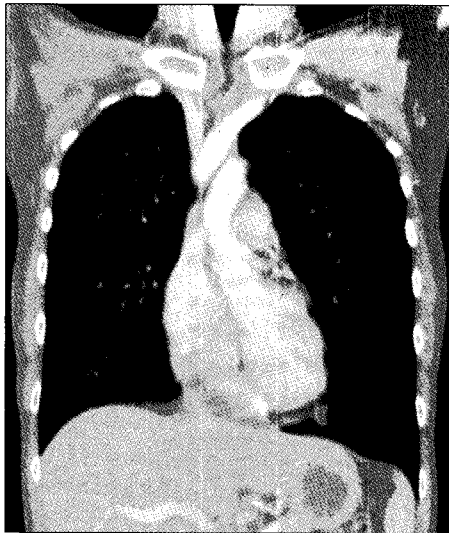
HRCT. Coronal view shows apical non-detachment at first pneumothorax episode.
